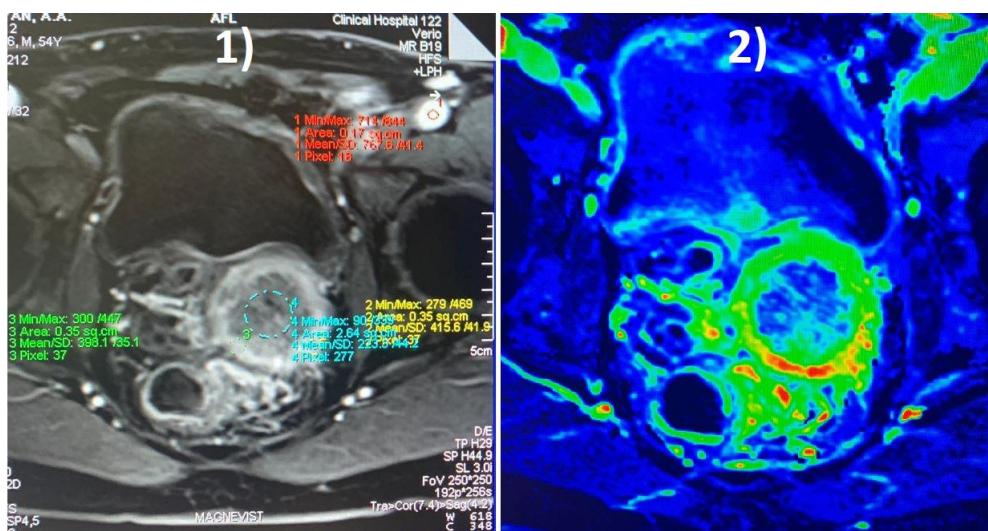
МРТ органов малого таза с контрастированием. 1) Выявляется жидкостное инкапсулированное новообразование левого семенного пузырька. 2) Отмечается интенсивное накопление контрастного вещества капсулой новообразования левого семенного пузырька
